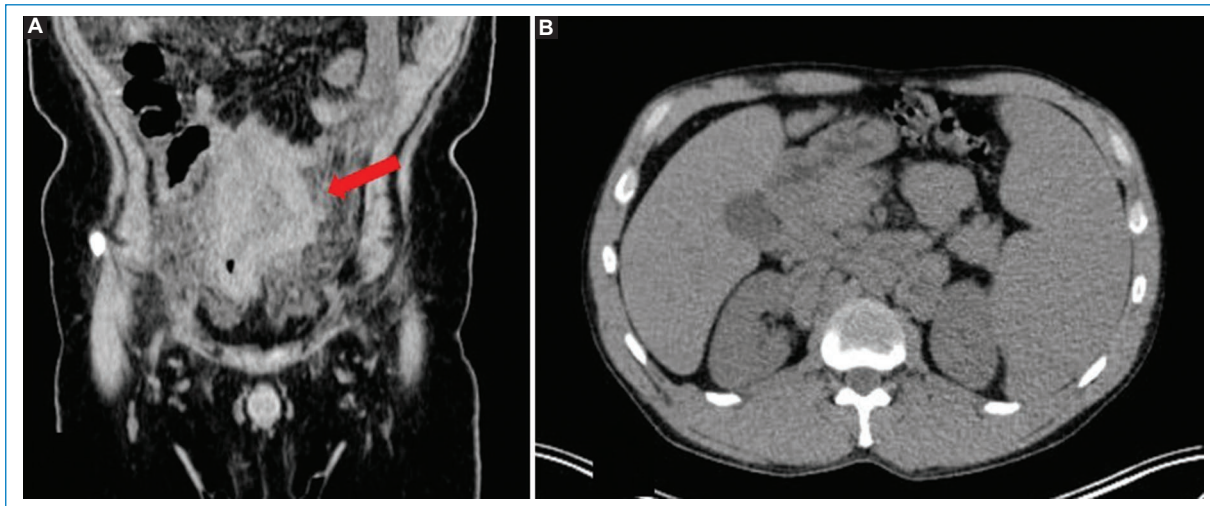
TC sin contraste endovenoso en un caso de LP, con hallazgos que apoyan la sospecha del diagnóstico. Compromiso del intestino delgado evidente en la imagen coronal (flecha en A) y esplenomegalia asociada (B).
